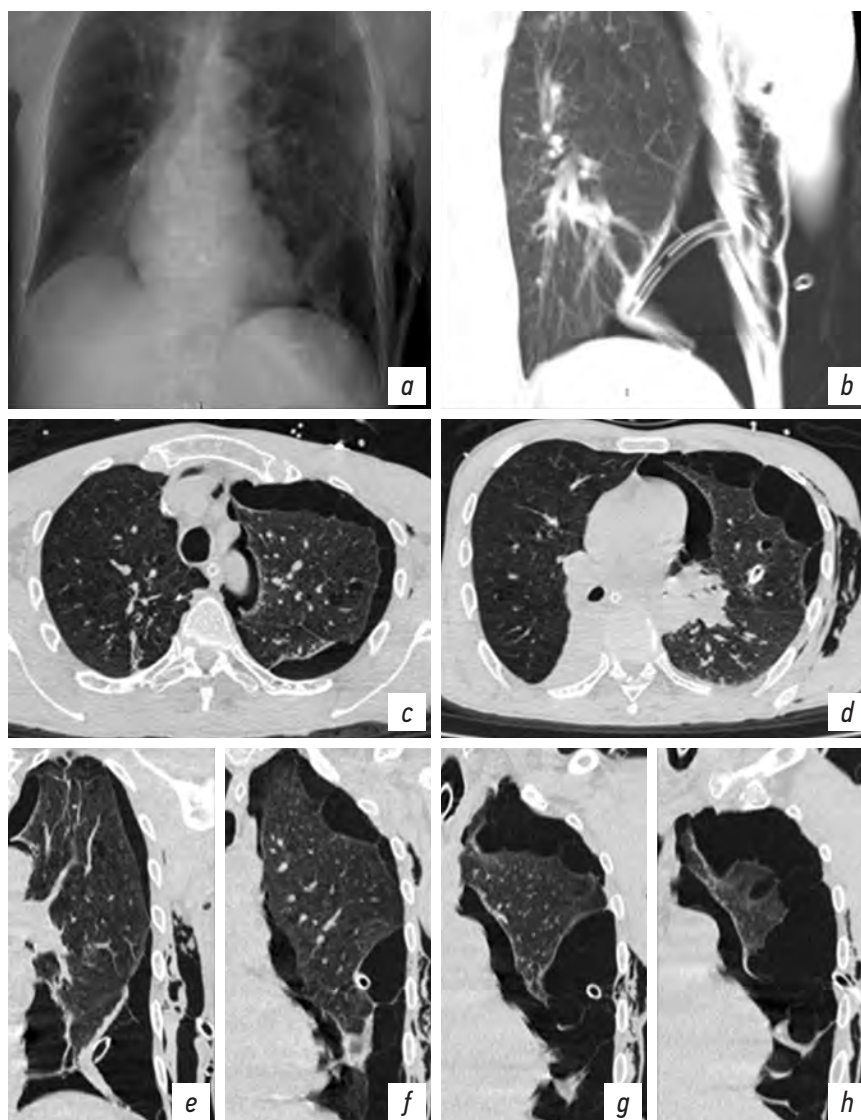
Пациент У. *a* — рентгенограмма органов груди в прямой проекции. КТ органов груди: *b* — реконструкция во фронтальной плоскости с толщиной среза 5 см в режиме «Average»; *c, d* — аксиальная плоскость; *e–h* — фронтальная плоскость левый гемиторакс. Массивная эмфизема ЭПП слева. Дренаж в ЭПП слева, компримирующий легкое. Подкожная эмфизема слева.
